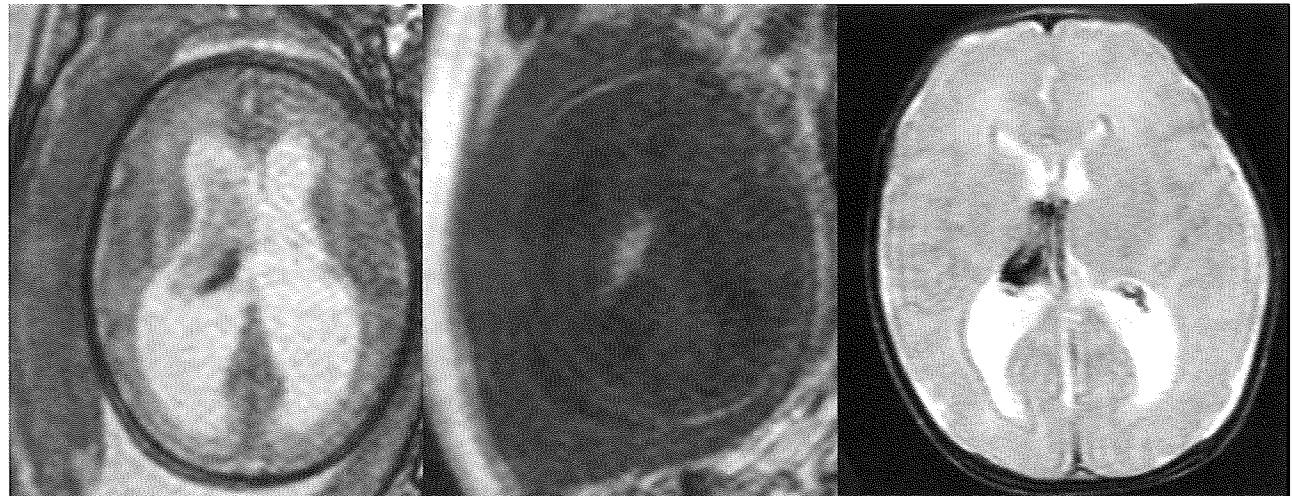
A fetal MRI b-FFE image (left) taken at 32 weeks gestation revealed heterogenous intraventricular mass with moderate ventriculomegaly. A MRI T1 weighted image (center) showed the part of mass presenting high signal intensity, suggestive of intraventricular hemorrhage. Postnatal MRI T2 weighted image (right) taken 7 days after the birth showed the hematoma attaching the choroid plexus. Ventriculomegaly shranked compared with the fetal MRI and the patient has been followed without surgery. Currently, she is 3 years old and suffers mild developmental delay, epilepsy and bilateral cortical blindness.
